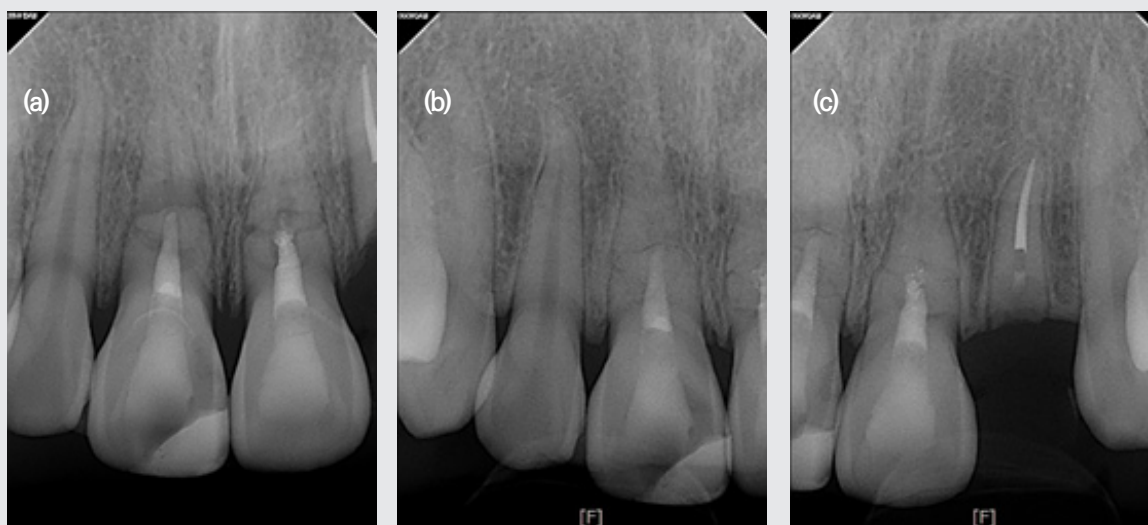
Radiograph of the right and left maxillary central incisor with horizontal root fracture; (a) After obturation of root canal with MTA and resin core; (b, c) At the 2-year follow-up evaluation. 2-year follow-up radiograph reveals healing with the interposition of hard tissue between the fragments.
